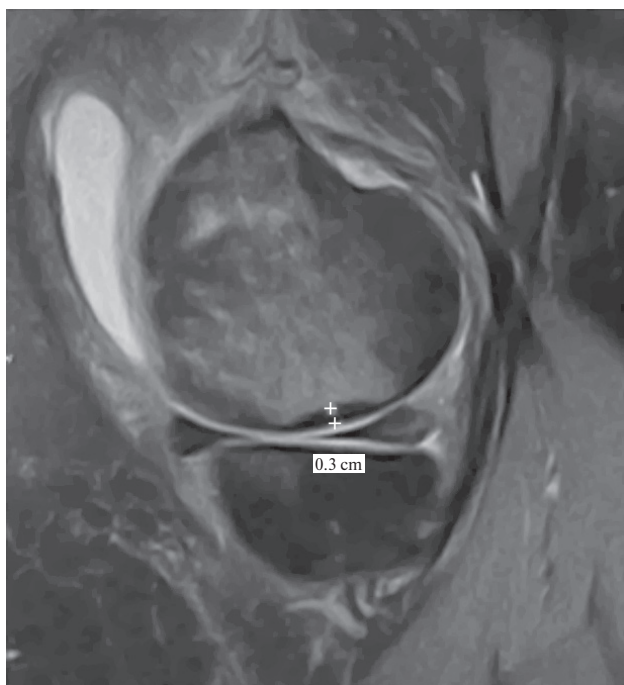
МР-томограмма (PD-FS) в сагиттальной проекции. Отмечено гипоинтенсивное утолщение при субхондральном стресс-переломе недостаточности
